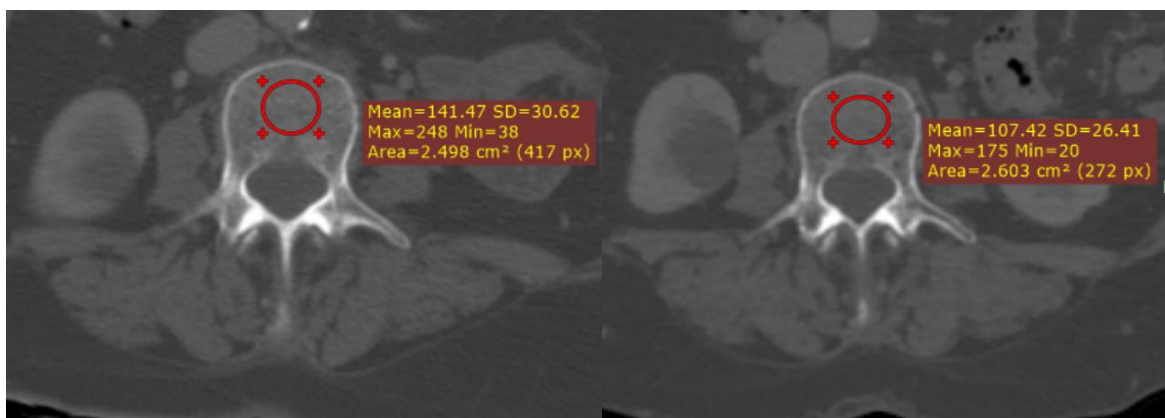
Аксіальні зображення КТ. Пацієнтка 40 років з дифузною В-великоклітинною лімфомою. Вимірювання МЩКТ в ОХ на діагностичному етапі та після завершення хіміотерапевтичного лікування за протоколом СНОР.
